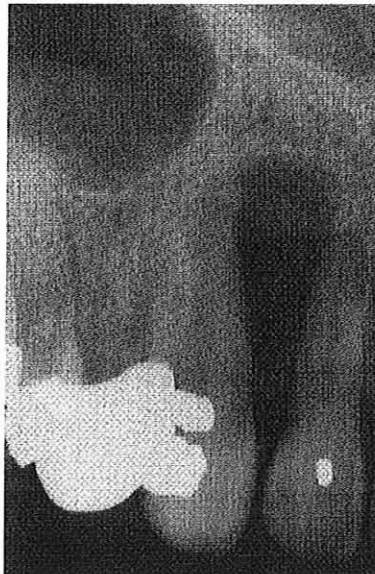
D'après Sapp et coll. [52] fibrome odontogénique central. La radiographie montre une lésion intraosseuse dans la région antérieure du maxillaire.
